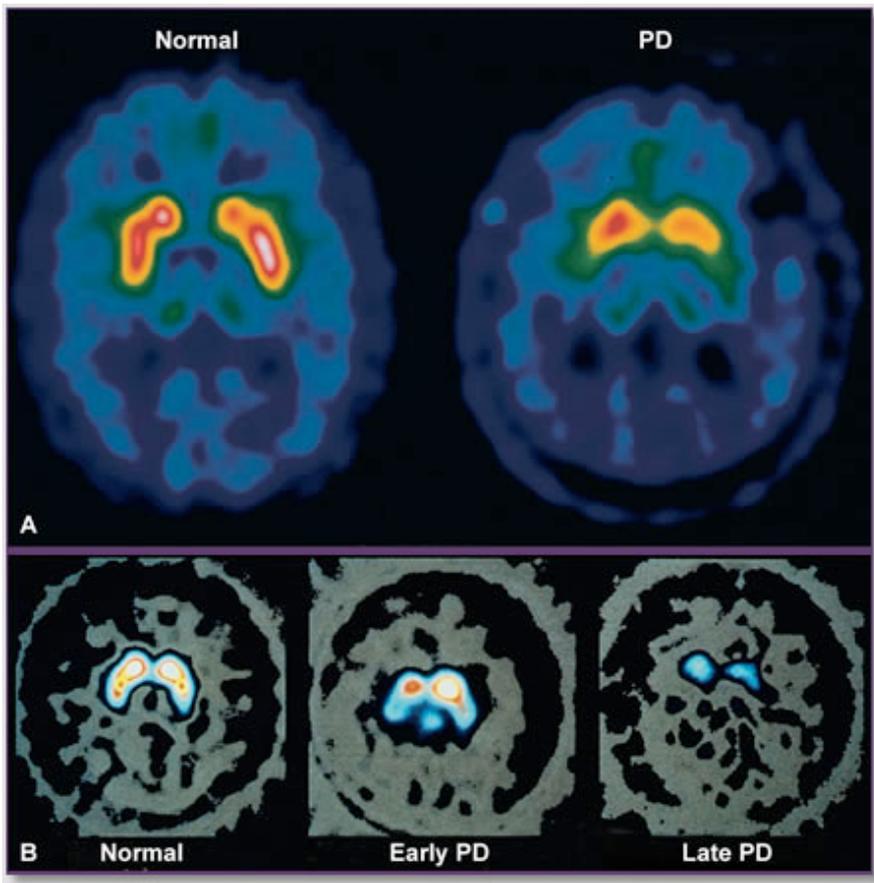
Imagiologia [18F]dopa PET e β -CIT SPECT.* A captação de [18F]dopa PET no putamen está reduzida em nos doentes com DP, em comparação com indivíduos saudáveis controlo (A). Redução na captação de β -CIT SPECT no putamen relaciona-se com a gravidade da doença. (B). β -CIT, 2 β -carbometoxi-3- β (4-iodofenil) tropano. (Olanow et al.)
